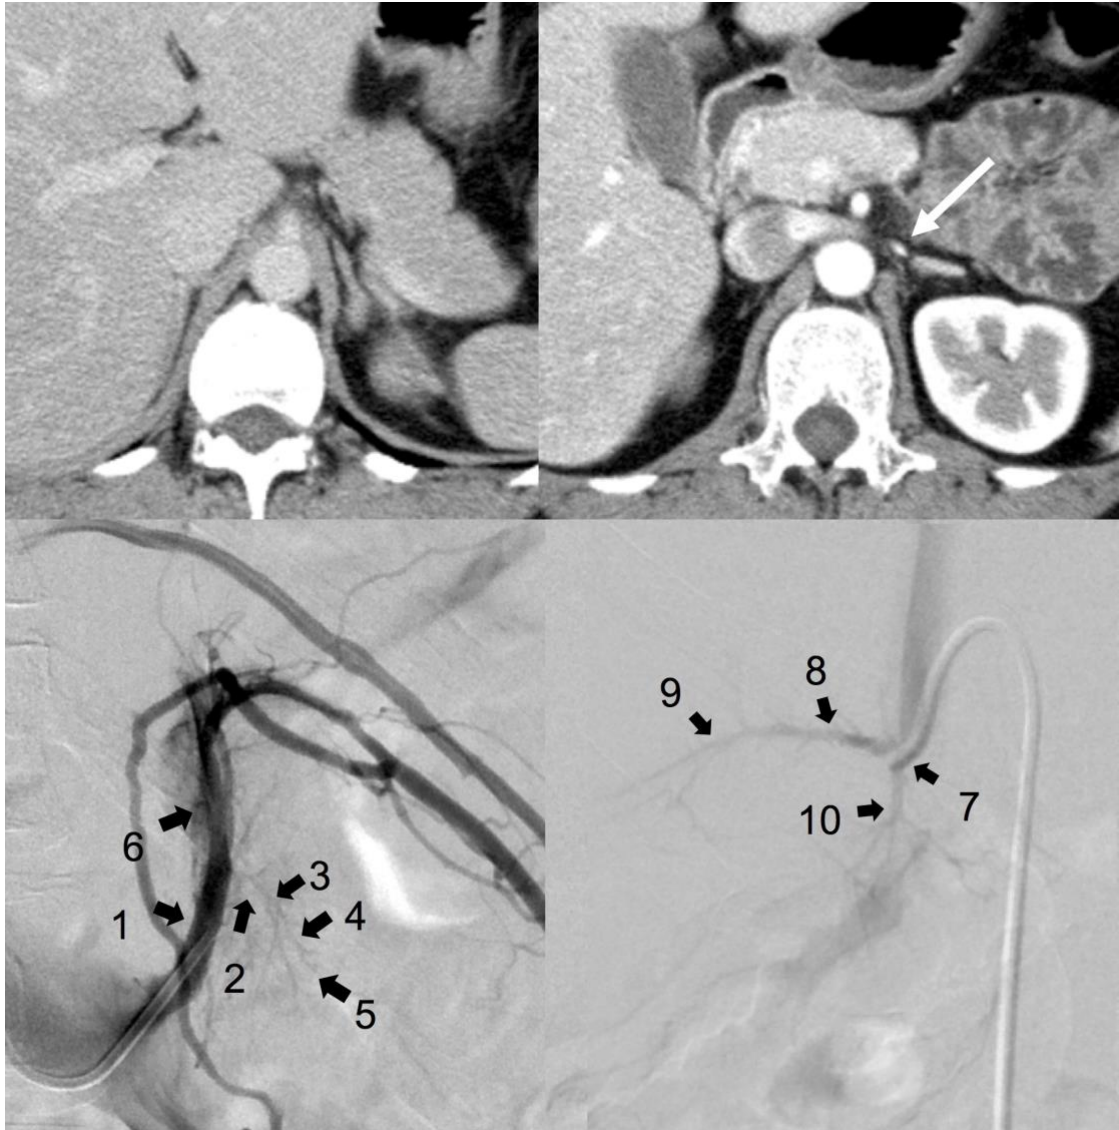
症例 6 の術前造影 CT と sAVS での左右副腎静脈採血部位
